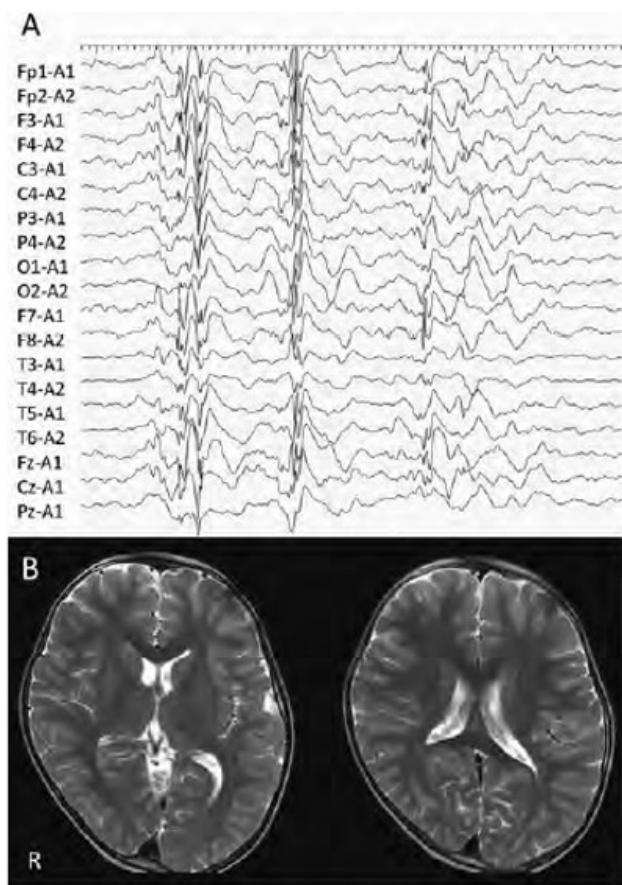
EEG and MRI findings
